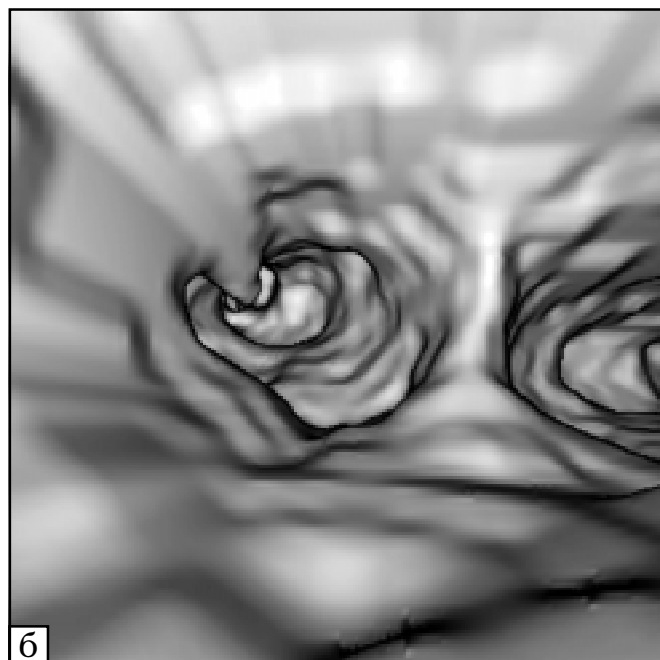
Хвора Я., 67 років. Плоскоклітинний РЛ ліворуч, центральна форма, T3N2M0 — III стадія: а — СКТ — типова картина РЛ, з ураженням кореня, гіповентиляцією верхньої частки, звуженням та товстими стінками бронха. У ньому дефект на відстані до 4 мм від пухлини; б — СКТ у режимі «віртуальної бронхоскопії» — екзофітна пухлина у правому головному бронху
